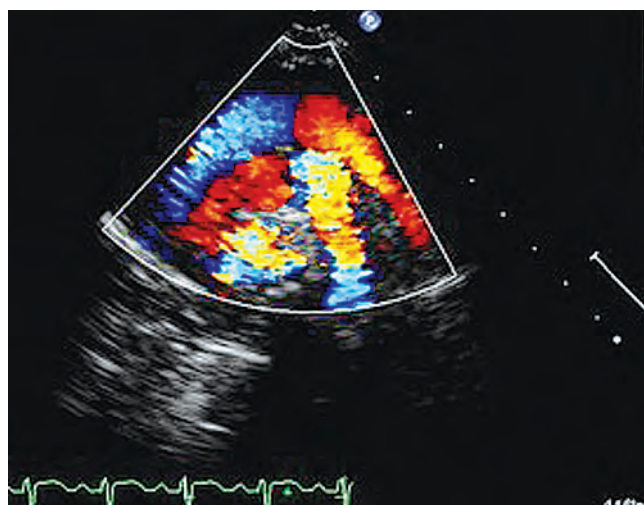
Ecocardiograma en color muestra dos arcos: el arco superior corresponde al sistema venoso comentado previamente de vena vertical innominada y vena cava superior (azul-rojo), y el arco inferior es el arco aórtico (rojo-azul).
